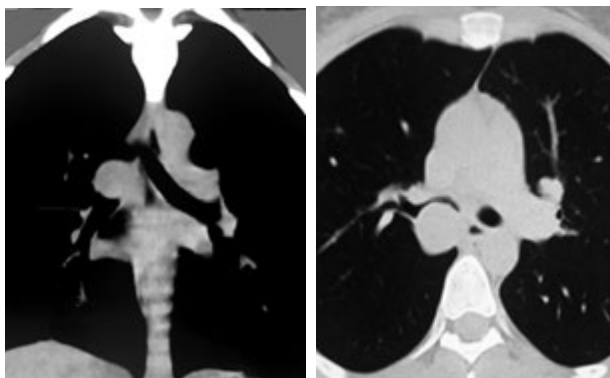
CT scans of the chest of patient T.
